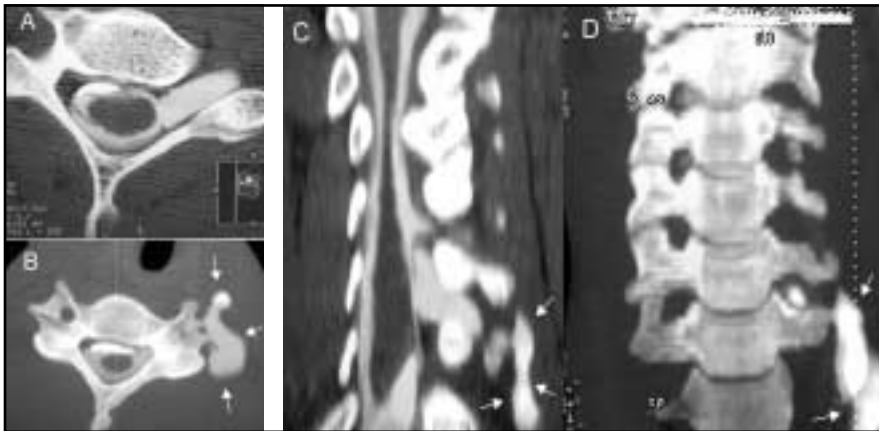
TC-mielografía. Pseudomeningocele traumático. A) Plano axial a nivel C5-C6 muestra una avulsión completa del ramo anterior y posterior de la raíz C5 del lado izquierdo desde su inserción del cordón medular asociado a un meningocele foraminal y extra-foraminal. B) La imagen axial MIP muestra la porción extrarraquídea del extenso pseudomeningocele asociado a la raíz avulsionada (flechas). C) Imagen MPR reconstruida: muestra una sección sagital oblicua. D) Sección subvolumétrica coronal MIP: muestra los mismos hallazgos.
